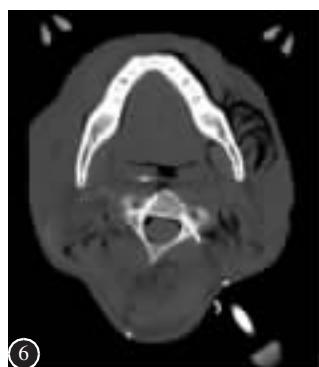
复查 CT 显示,双侧枢椎椎弓根内导向钢针置钉准确,深度达到椎体前缘
